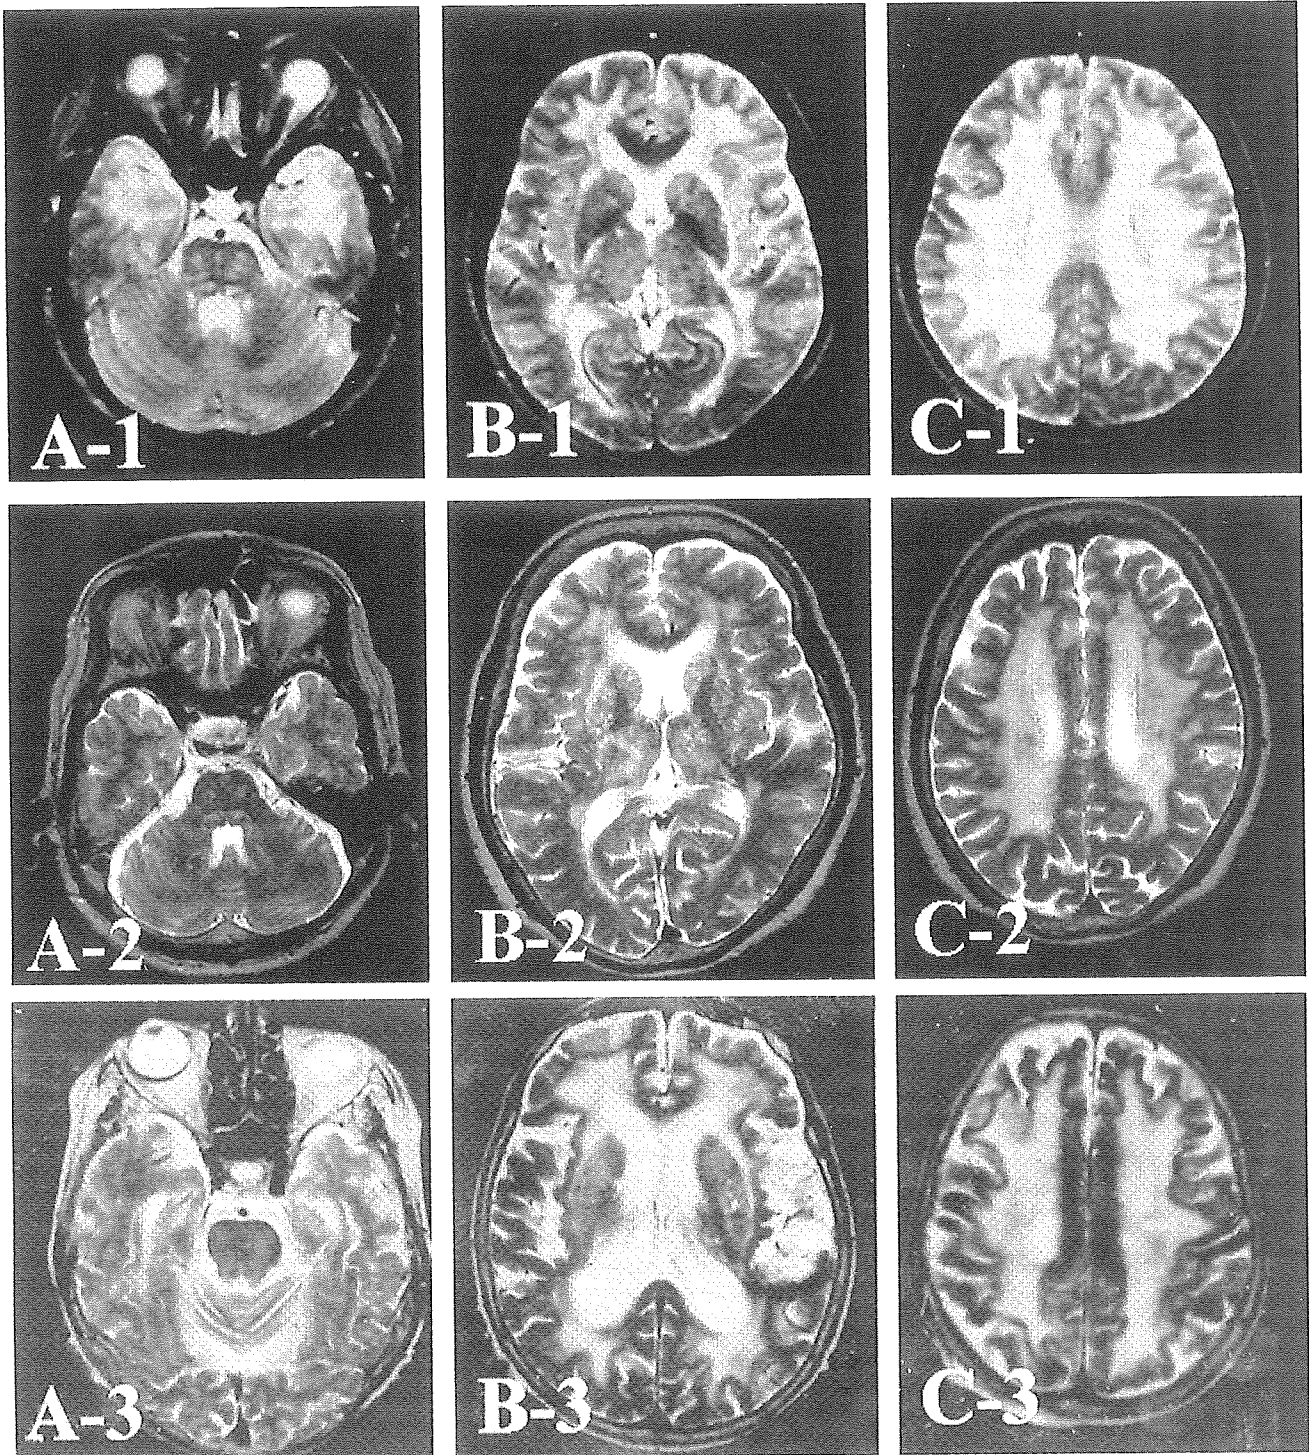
MRI T2-weighted images of a patient with CADASIL (A-1, B-1 and C-1 ; patient No. 1, 63 y.o.), a patient with ischemic leukoariosis (A-2, B-2 and C-2, patient No. 2, 76 y.o.) and a patient with Binswanger's disease (A-3, B-3 and C-3 ; patient No. 3, 76 y.o.). The patient No. 1 has a marked leukoariosis in the periventricular and deep white matter, which is extending into the temporopolar region, the external capsule and medial frontopolar region, while no lesions are found in the Tp region of the patient No. 2 and 3.
